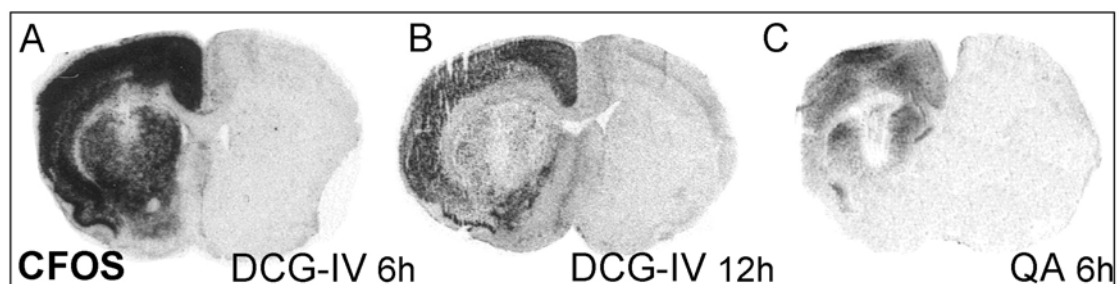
Aumento de la expresión de ARNm de cFos en la corteza tras la inyección en estriado de DCG-IV. Al comparar las autorradiografías puede observarse como hay un mayor aumento en la expresión de ARNm de cFos cuando inyectamos en estriado DCG-IV en vez de QA. Es destacable el hecho de que, aunque hay un enorme aumento en la expresión de mensajero de cFos, este aumento respecto a valores de control está completamente limitado a la corteza ipsilateral al estriado lesionado.
